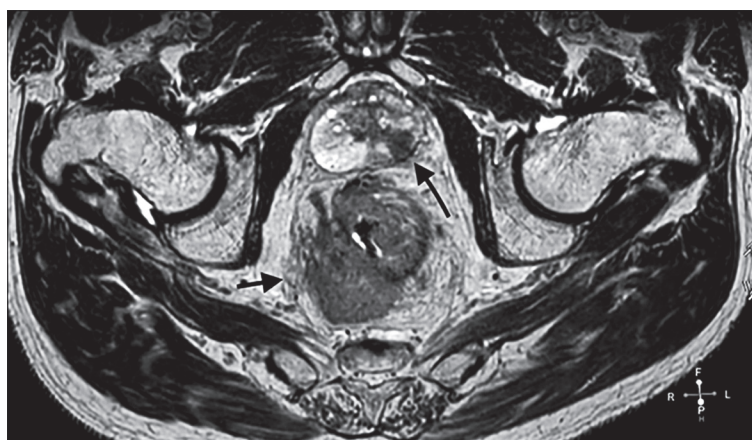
IRM pelvian în plan axial, T2w. Cancer de rect (săgeată scurtă) și cancer de prostată (săgeată lungă).
